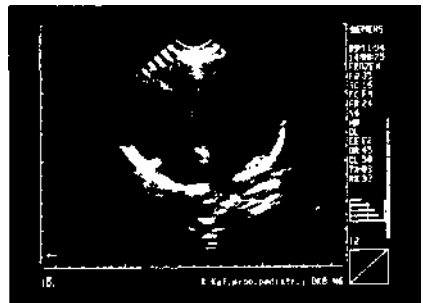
Эхокардиограмма больного с дилатационной кардиомиопатией
